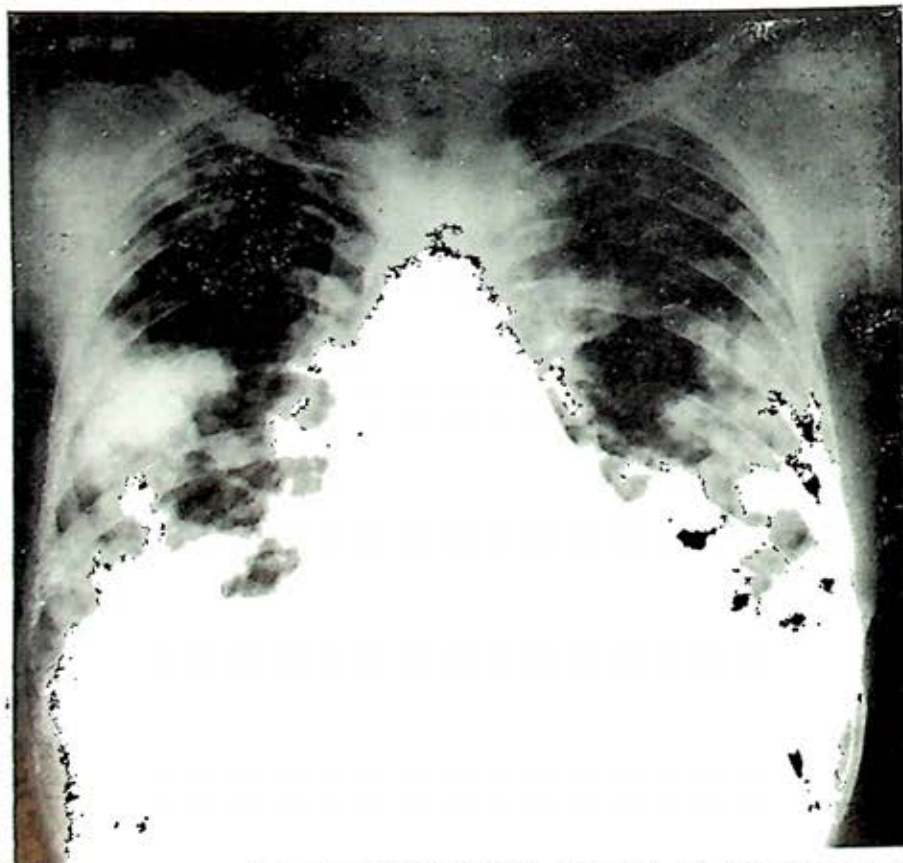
Radiografía postero-anterior de tórax, tomada al ingreso del paciente al Sanatorio de Huipulco. Se observan numerosos nódulos confluentes en ambos campos pulmonares.
